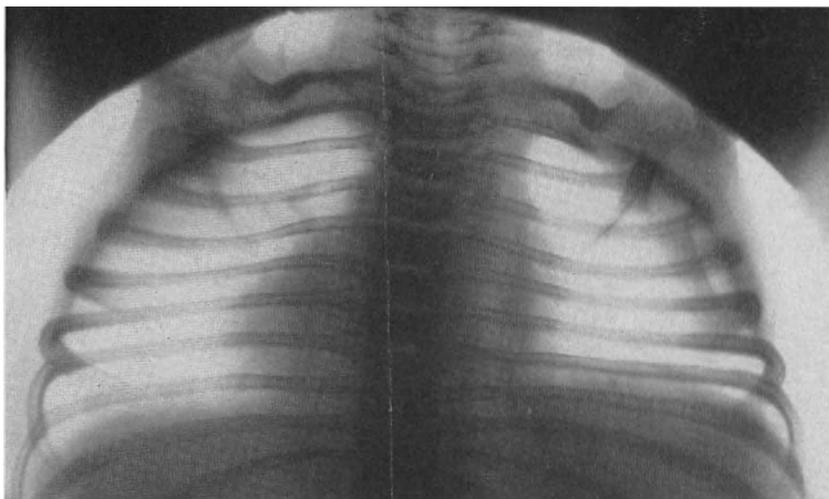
Röntgenbild zu Abb. 4. Auffallend paralleler Verlauf der Rippen. Der Abstand zwischen 9. und 10. Rippe ist verringert.
